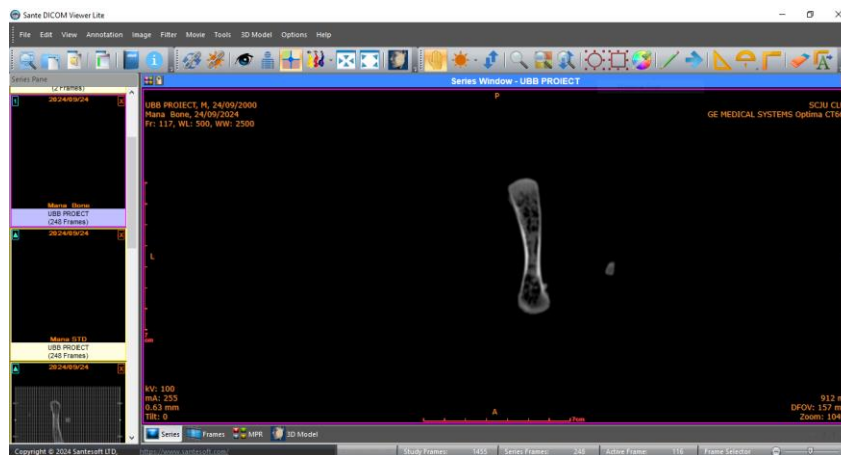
Vizualizarea scanării CT
